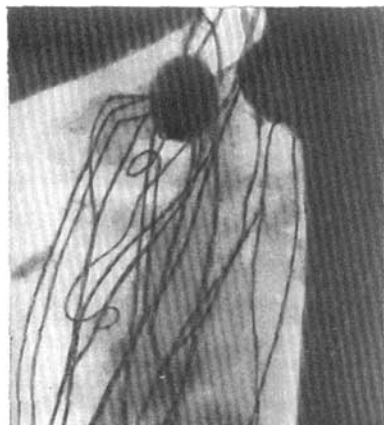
Linforradiografía del miembro inferior en el vivo (según Kaindlo, aporte de D. Kleinman).
